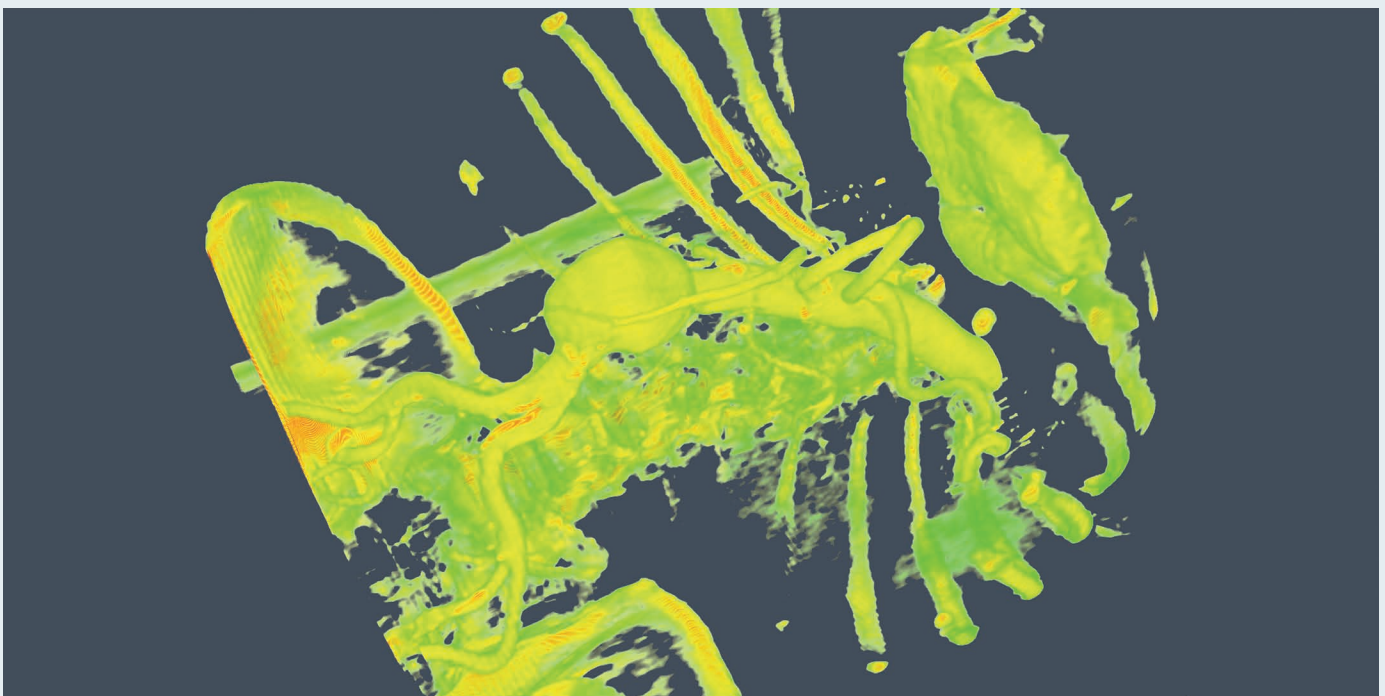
CT-Scan mit AAA; volumetrische Visualisierung. Farben werden nur zur Visualisierung verwendet.
